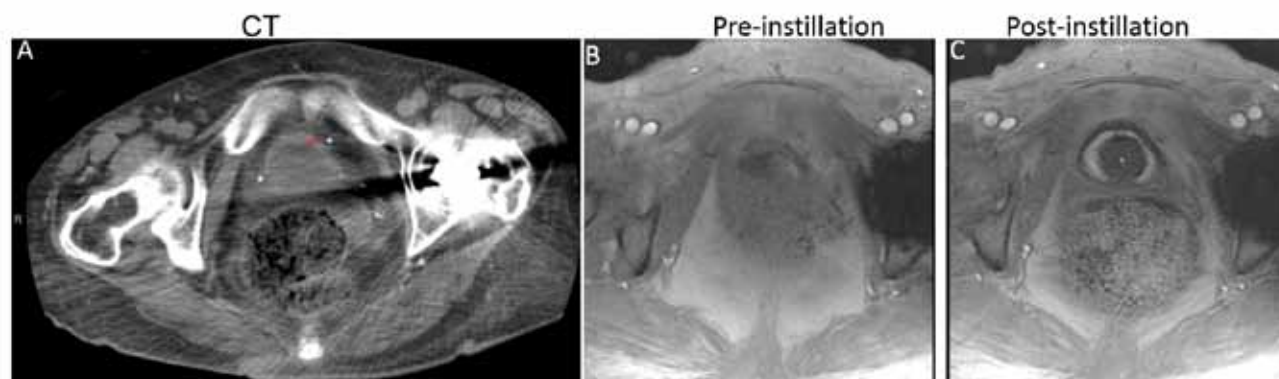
NCM enhanced MRI is superior to CT and unenhanced T1-weighted MRI in resolving thickened bladder wall of female patient with IC/PBS. Representative T1-weighted FLASH images acquired at flip angle of 14 degrees in orthogonal orientation before (B) and after (C) NCM instillation demonstrate that NCM enhanced T1-weighted MRI can noninvasively segment bladder wall into 3 layers, with middle layer of bright signal intensity sandwiched between inner and outer layers of lower signal intensity. Bright middle layer indicates diffusion of gadobutrol into middle layer, which is consistent with thickened bladder wall seen on CT (A) and fibrosis (increase in extracellular matrix) seen on pathological examination of bladder wall biopsy. Fast acquisition of single slice (5 mm thickness) over single breath hold of approximately 17 seconds with imaging parameters of TR/TE 5.5/2 ms, FOV 180 × 180 mm², matrix 256 × 256 and 10 averaging achieved in plane resolution of 350 μm (after 2× interpolation) with minimal influence of motion and chemical shift artifacts. Akin to CT (A), T1-weighted FLASH sequence with short TR of 5.5 ms (B) also could not clearly resolve bladder wall from lumen in absence of NCM.
